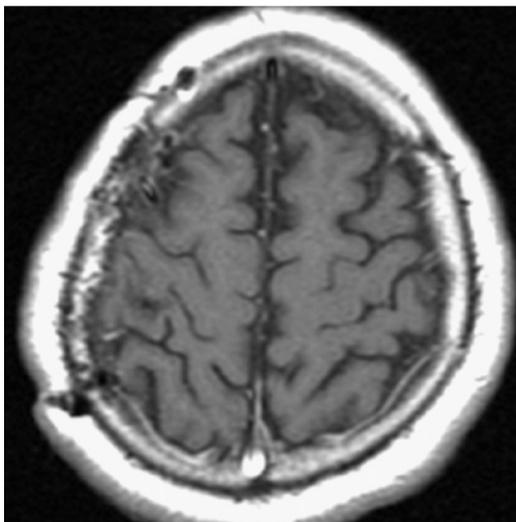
IRM con contraste, postoperatoria, sin evidencia de tumor.
